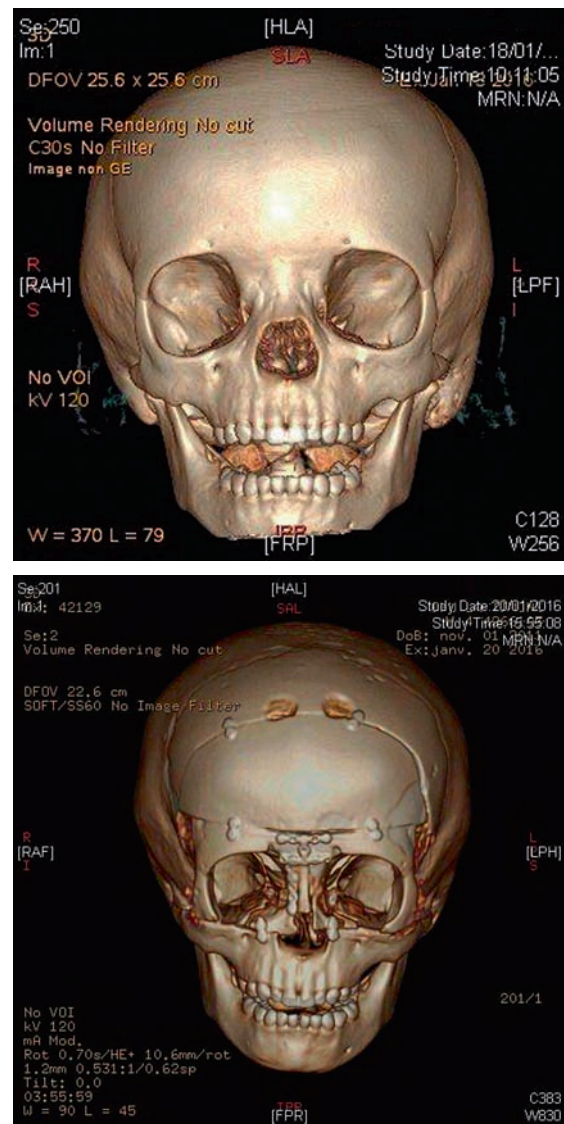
Imagerie craniofaciale (TDM avec reconstruction tridimensionnelle) avant (a) et après (b) chirurgie de bipartition faciale pour corriger un hypertélorisme par fente faciale médiane et paramédiane droite (cas de l'enfant présenté à la figure 6-18).
